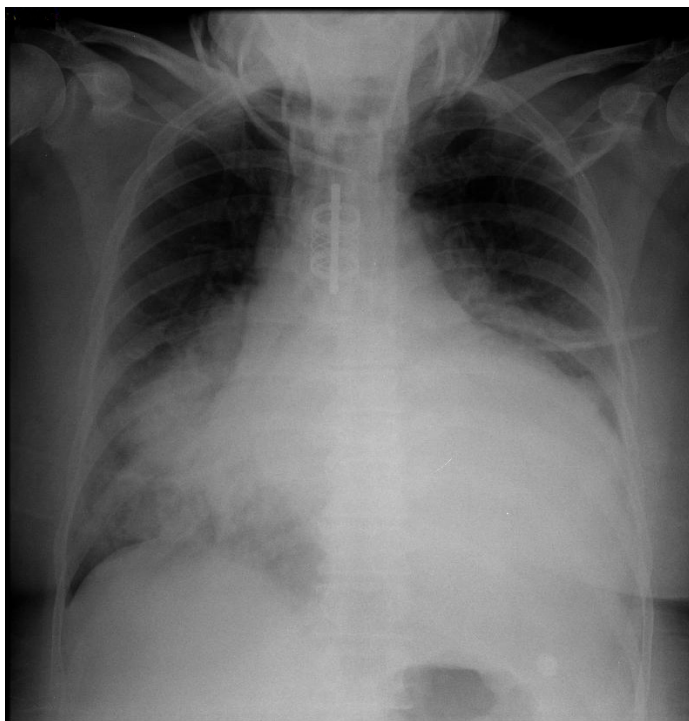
Radiografia de tórax em projeção posteroanterior. Nota-se infiltrado pulmonar alveolar paracardíaco bilateralmente e aumento acentuado da área cardíaca.
